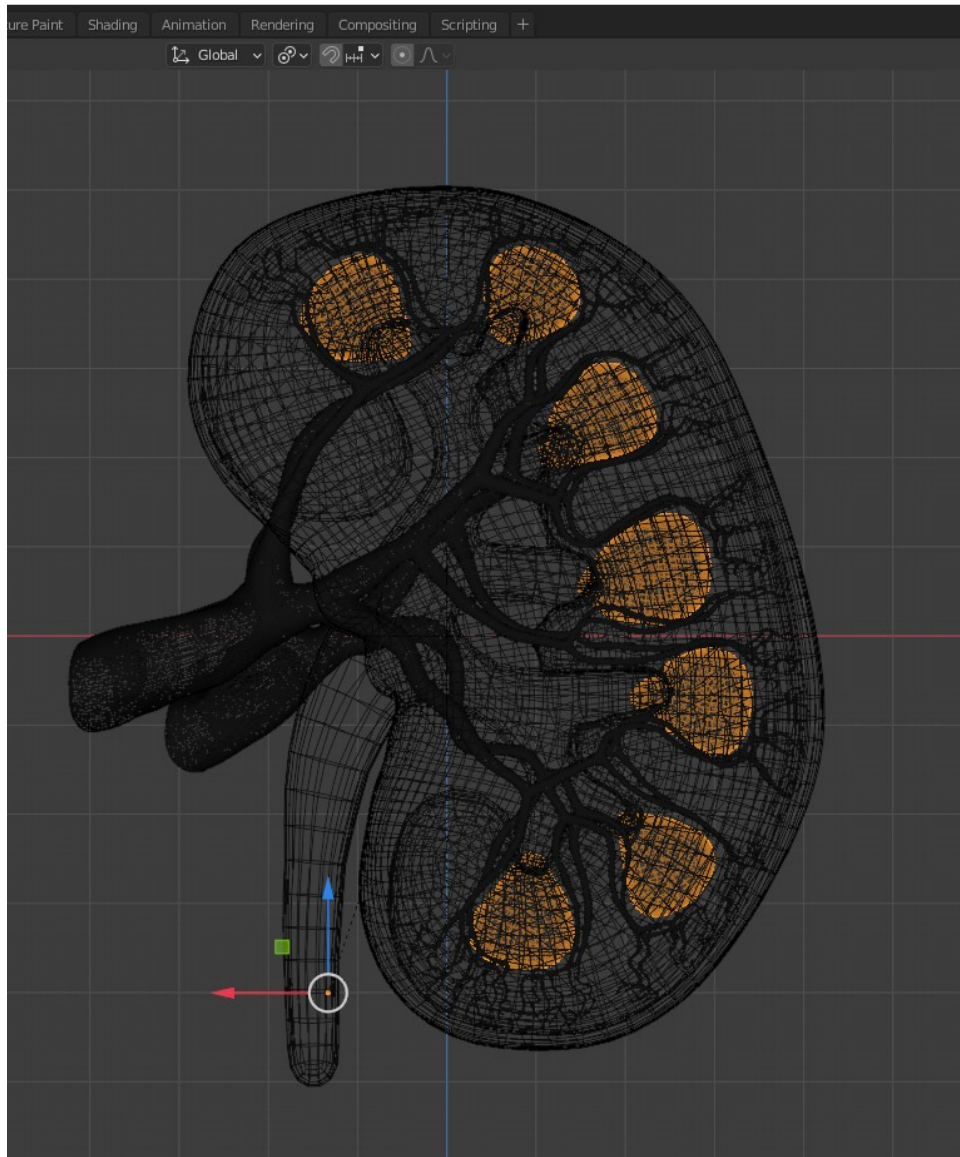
Malla obtenida de TAC con muchos polígonos y agujeros. Se encuentra en recuadro verde la cantidad de polígonos, y señalado en amarillo los agujeros del modelo.
